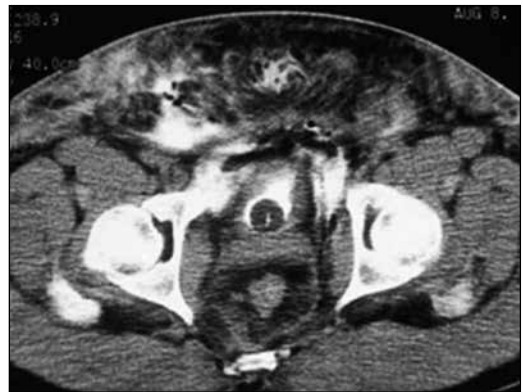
КТ з ретроградним контрастуванням: позаочеревинний розрив сечового міхура, рідина у навколومیхуровій клітковині
